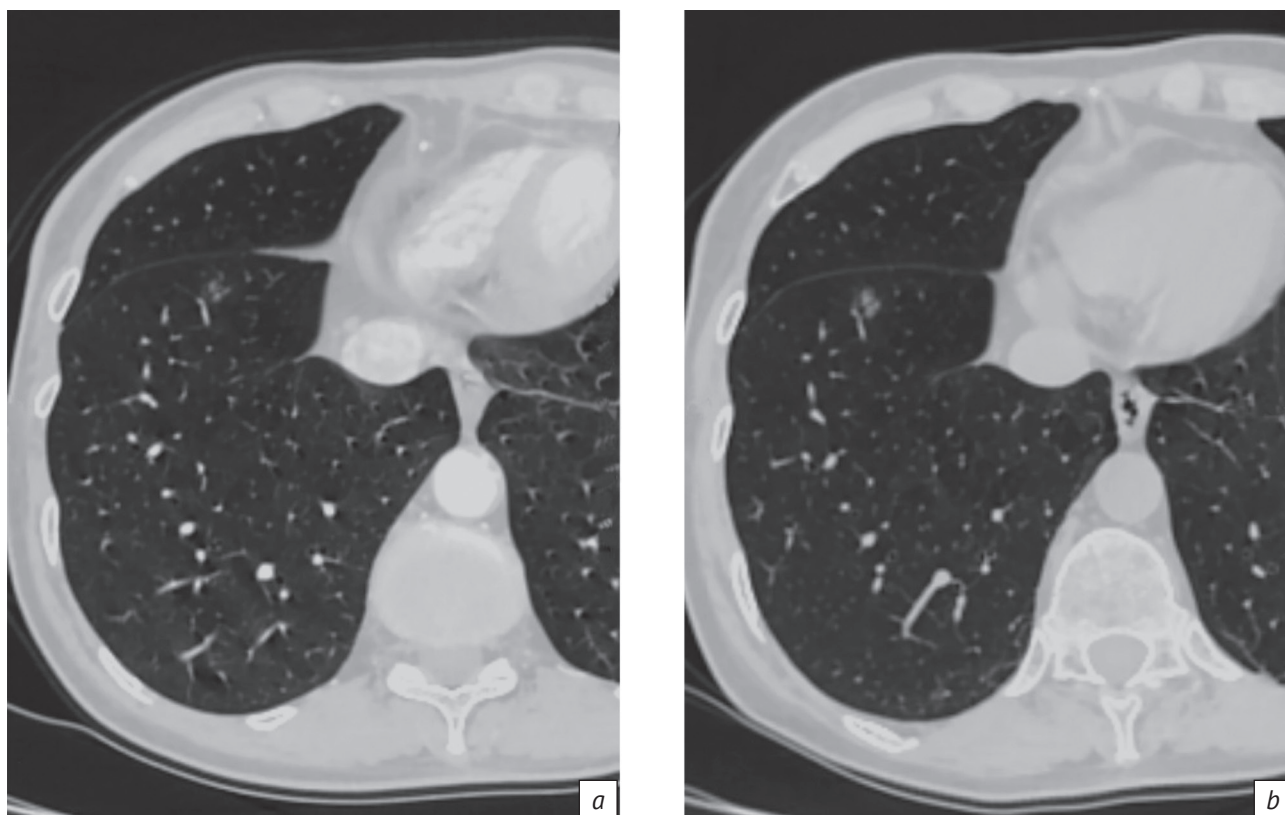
КТ, легочное окно, аксиальная плоскость (*a, b*). Увеличение размеров очага в С8 правого легкого при контрольном исследовании
